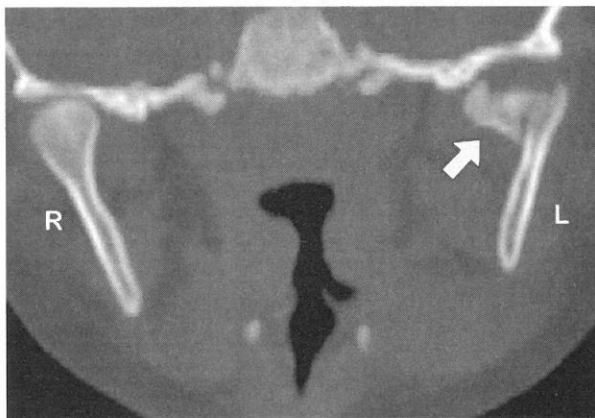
CT MPR image of case 1. Left mandibular head fracture (allow) was seen.
